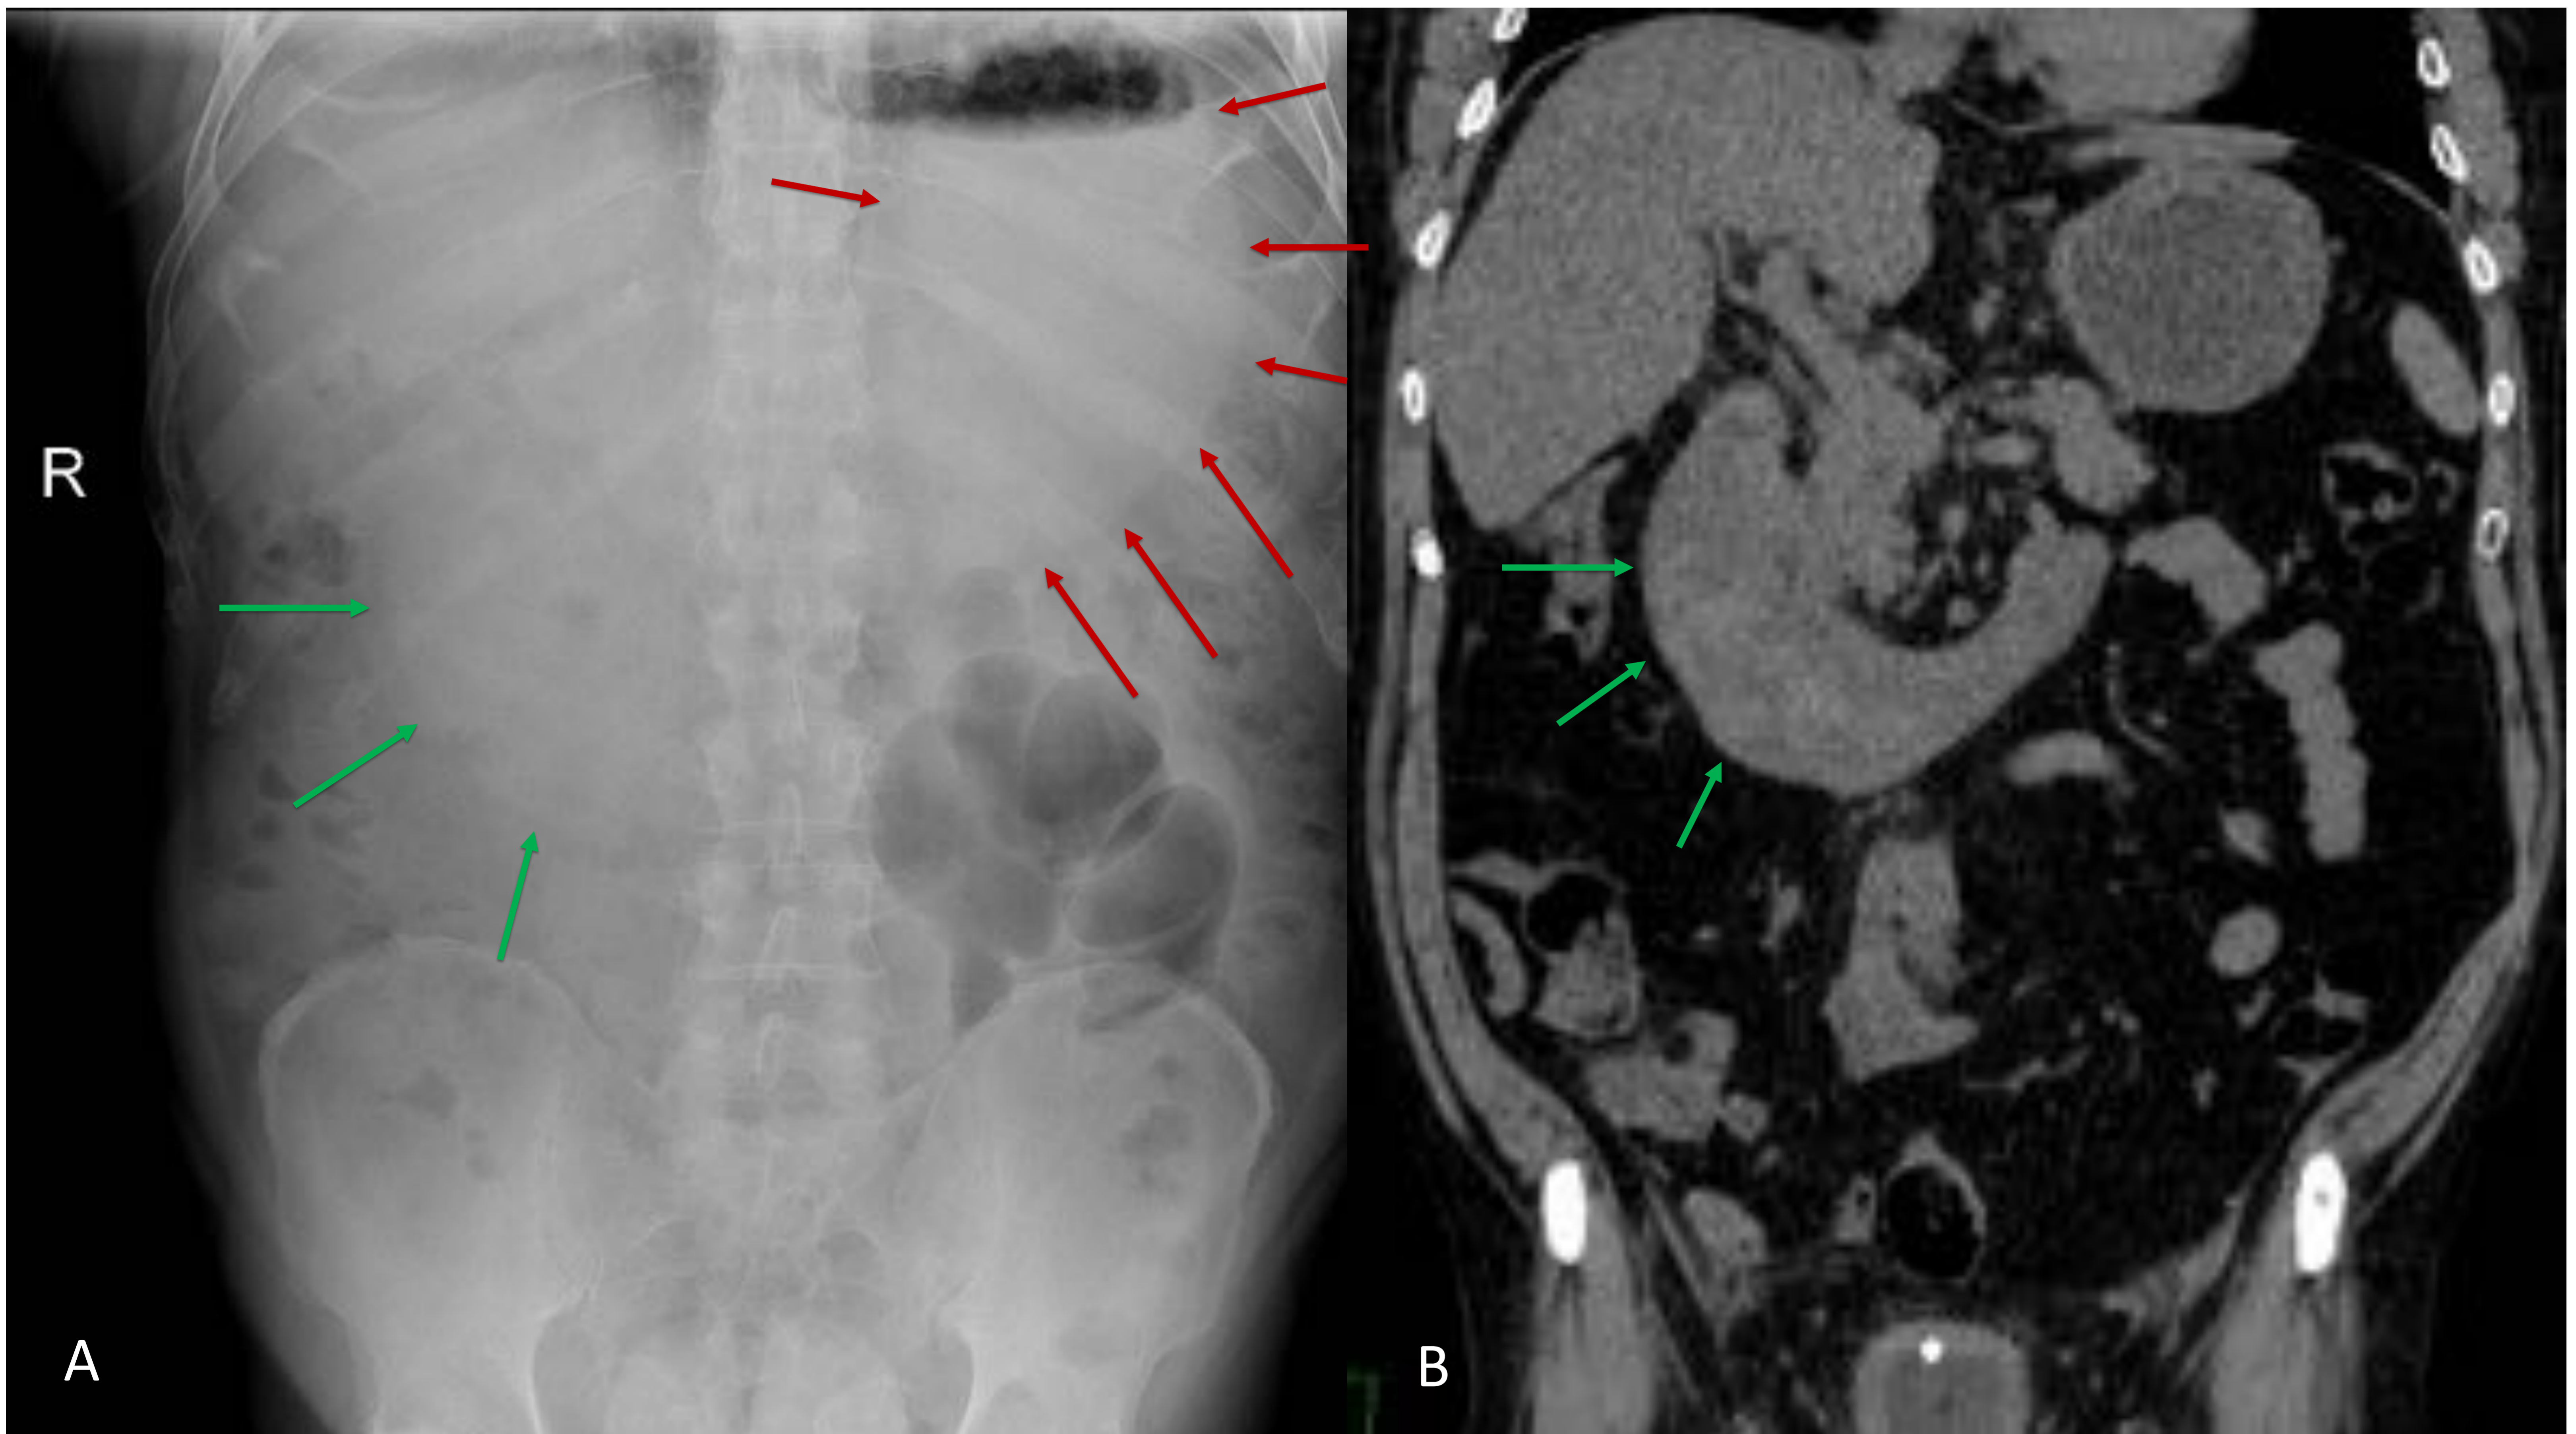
Obstrucción de la salida gástrica, con dilatación por lesión intrínseca en 1º y 2º porción duodenal. A. Rx simple de abdomen AP. B. Coronal de TC abdominopélvico sin CIV. Gran dilatación de cavidad gástrica (flechas rojas), por estenosis en la salida, por hematoma mural en 1º y 2º porción del duodeno (flechas verdes).
